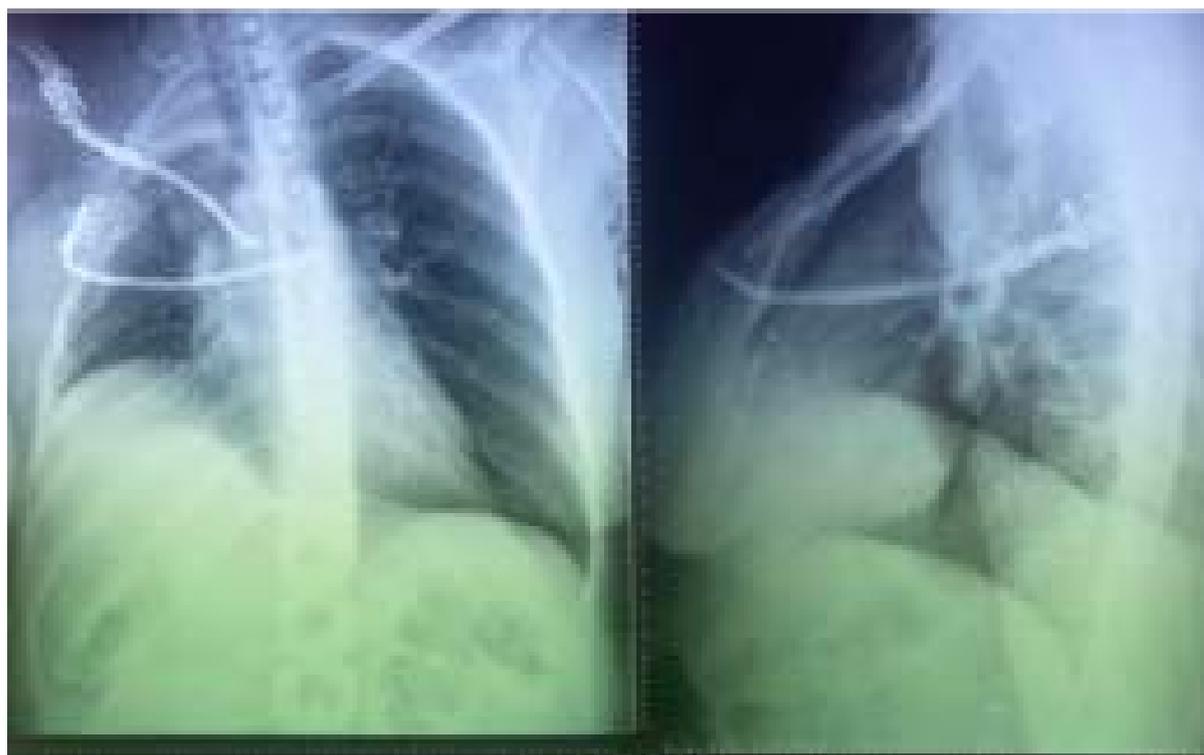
Radiographie thoracique de face et de profil (le 02/07/2021)
